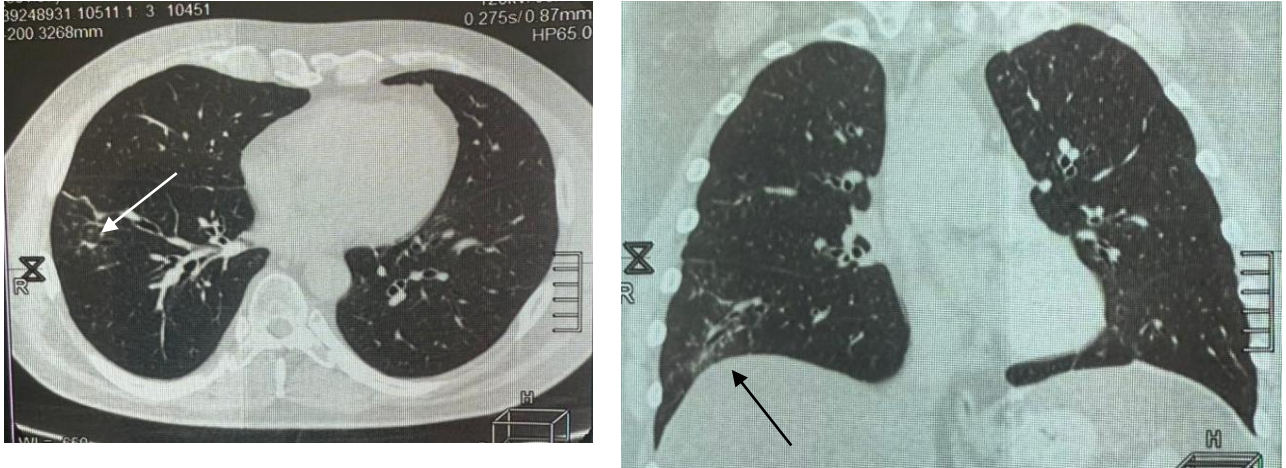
КТ картина пневмонии с малосимптомным вариантом течения у больного ММ (количество нейтрофилов в анализе крови менее $0,5 \times 10^9/\text{л}$). Множественные очаги воспалительных инфильтратов в нижней доле правого легкого (показаны стрелками). Не визуализируются при традиционной рентгенографии
